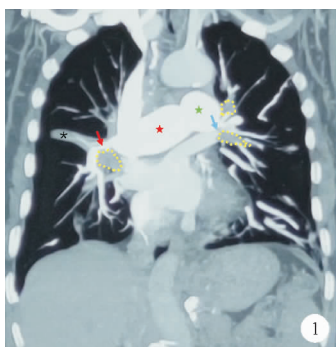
代表性 FM 患者增强 CT 图像[红色箭头代表肺动脉狭窄;蓝色箭头代表肺静脉狭窄;黑色星号代表肺不张;黄色虚线框内代表增生的纤维组织;也可看到左右肺动脉干增粗(红色五角星代表右肺动脉;绿色五角星代表左肺动脉)。以上征象即 FM 二联征(肺高血压征象肺动脉增粗和肺不张)]
